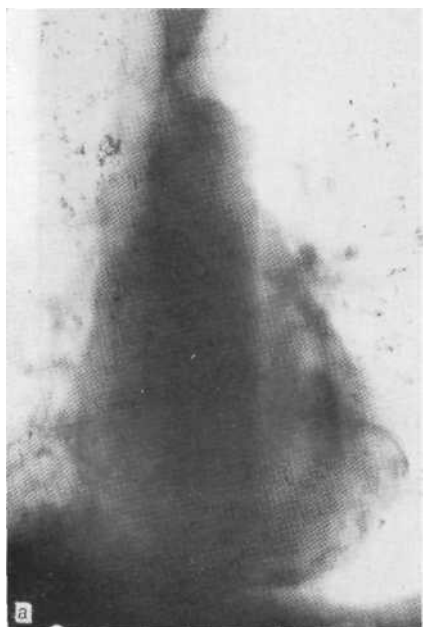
Обзорная суперэкспонированная рентгенограмма (а) и рентгенограмма (б) в боковой проекции. Обызвествление перикарда.
